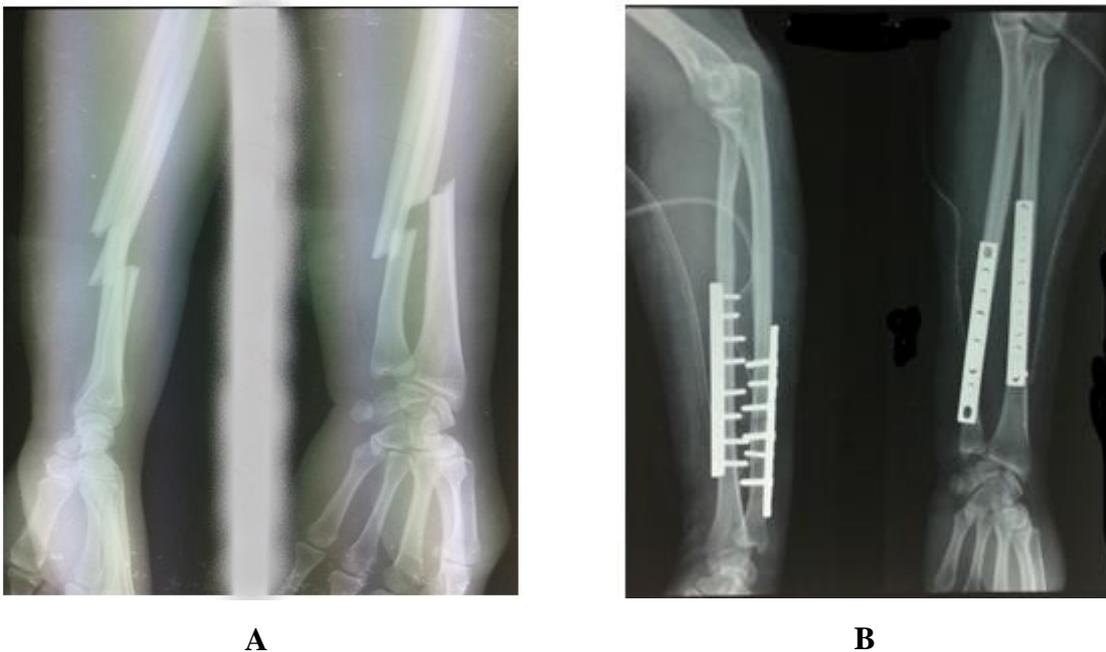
(A) Radiographie de l'avant-bras droit de face et de profil présentant une fracture diaphysaire à trait oblique court des deux os de l'avant-bras (type A3) ; (B) : Radiographie post opératoire d'une ostéosynthèse par double plaque vissée montrant une réduction anatomique.
